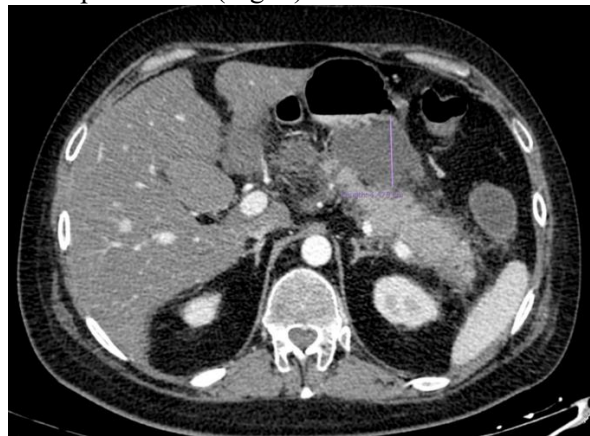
CT abdominal efectuat în departamentul de urgență. Secțiune axială care arată formarea unei colecții retrogastrice, cu dimensiuni de aprox. 8/4.5 cm. Se constată mărirea difuză a pancreasului și infiltrarea grăsimii peripancreatice.
